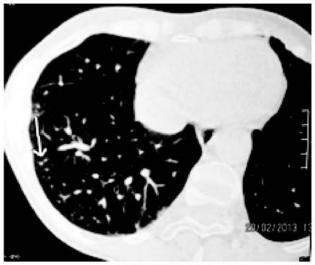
Пациентка К., 61 год. КТ органов грудной клетки от 29.01.13 г.
